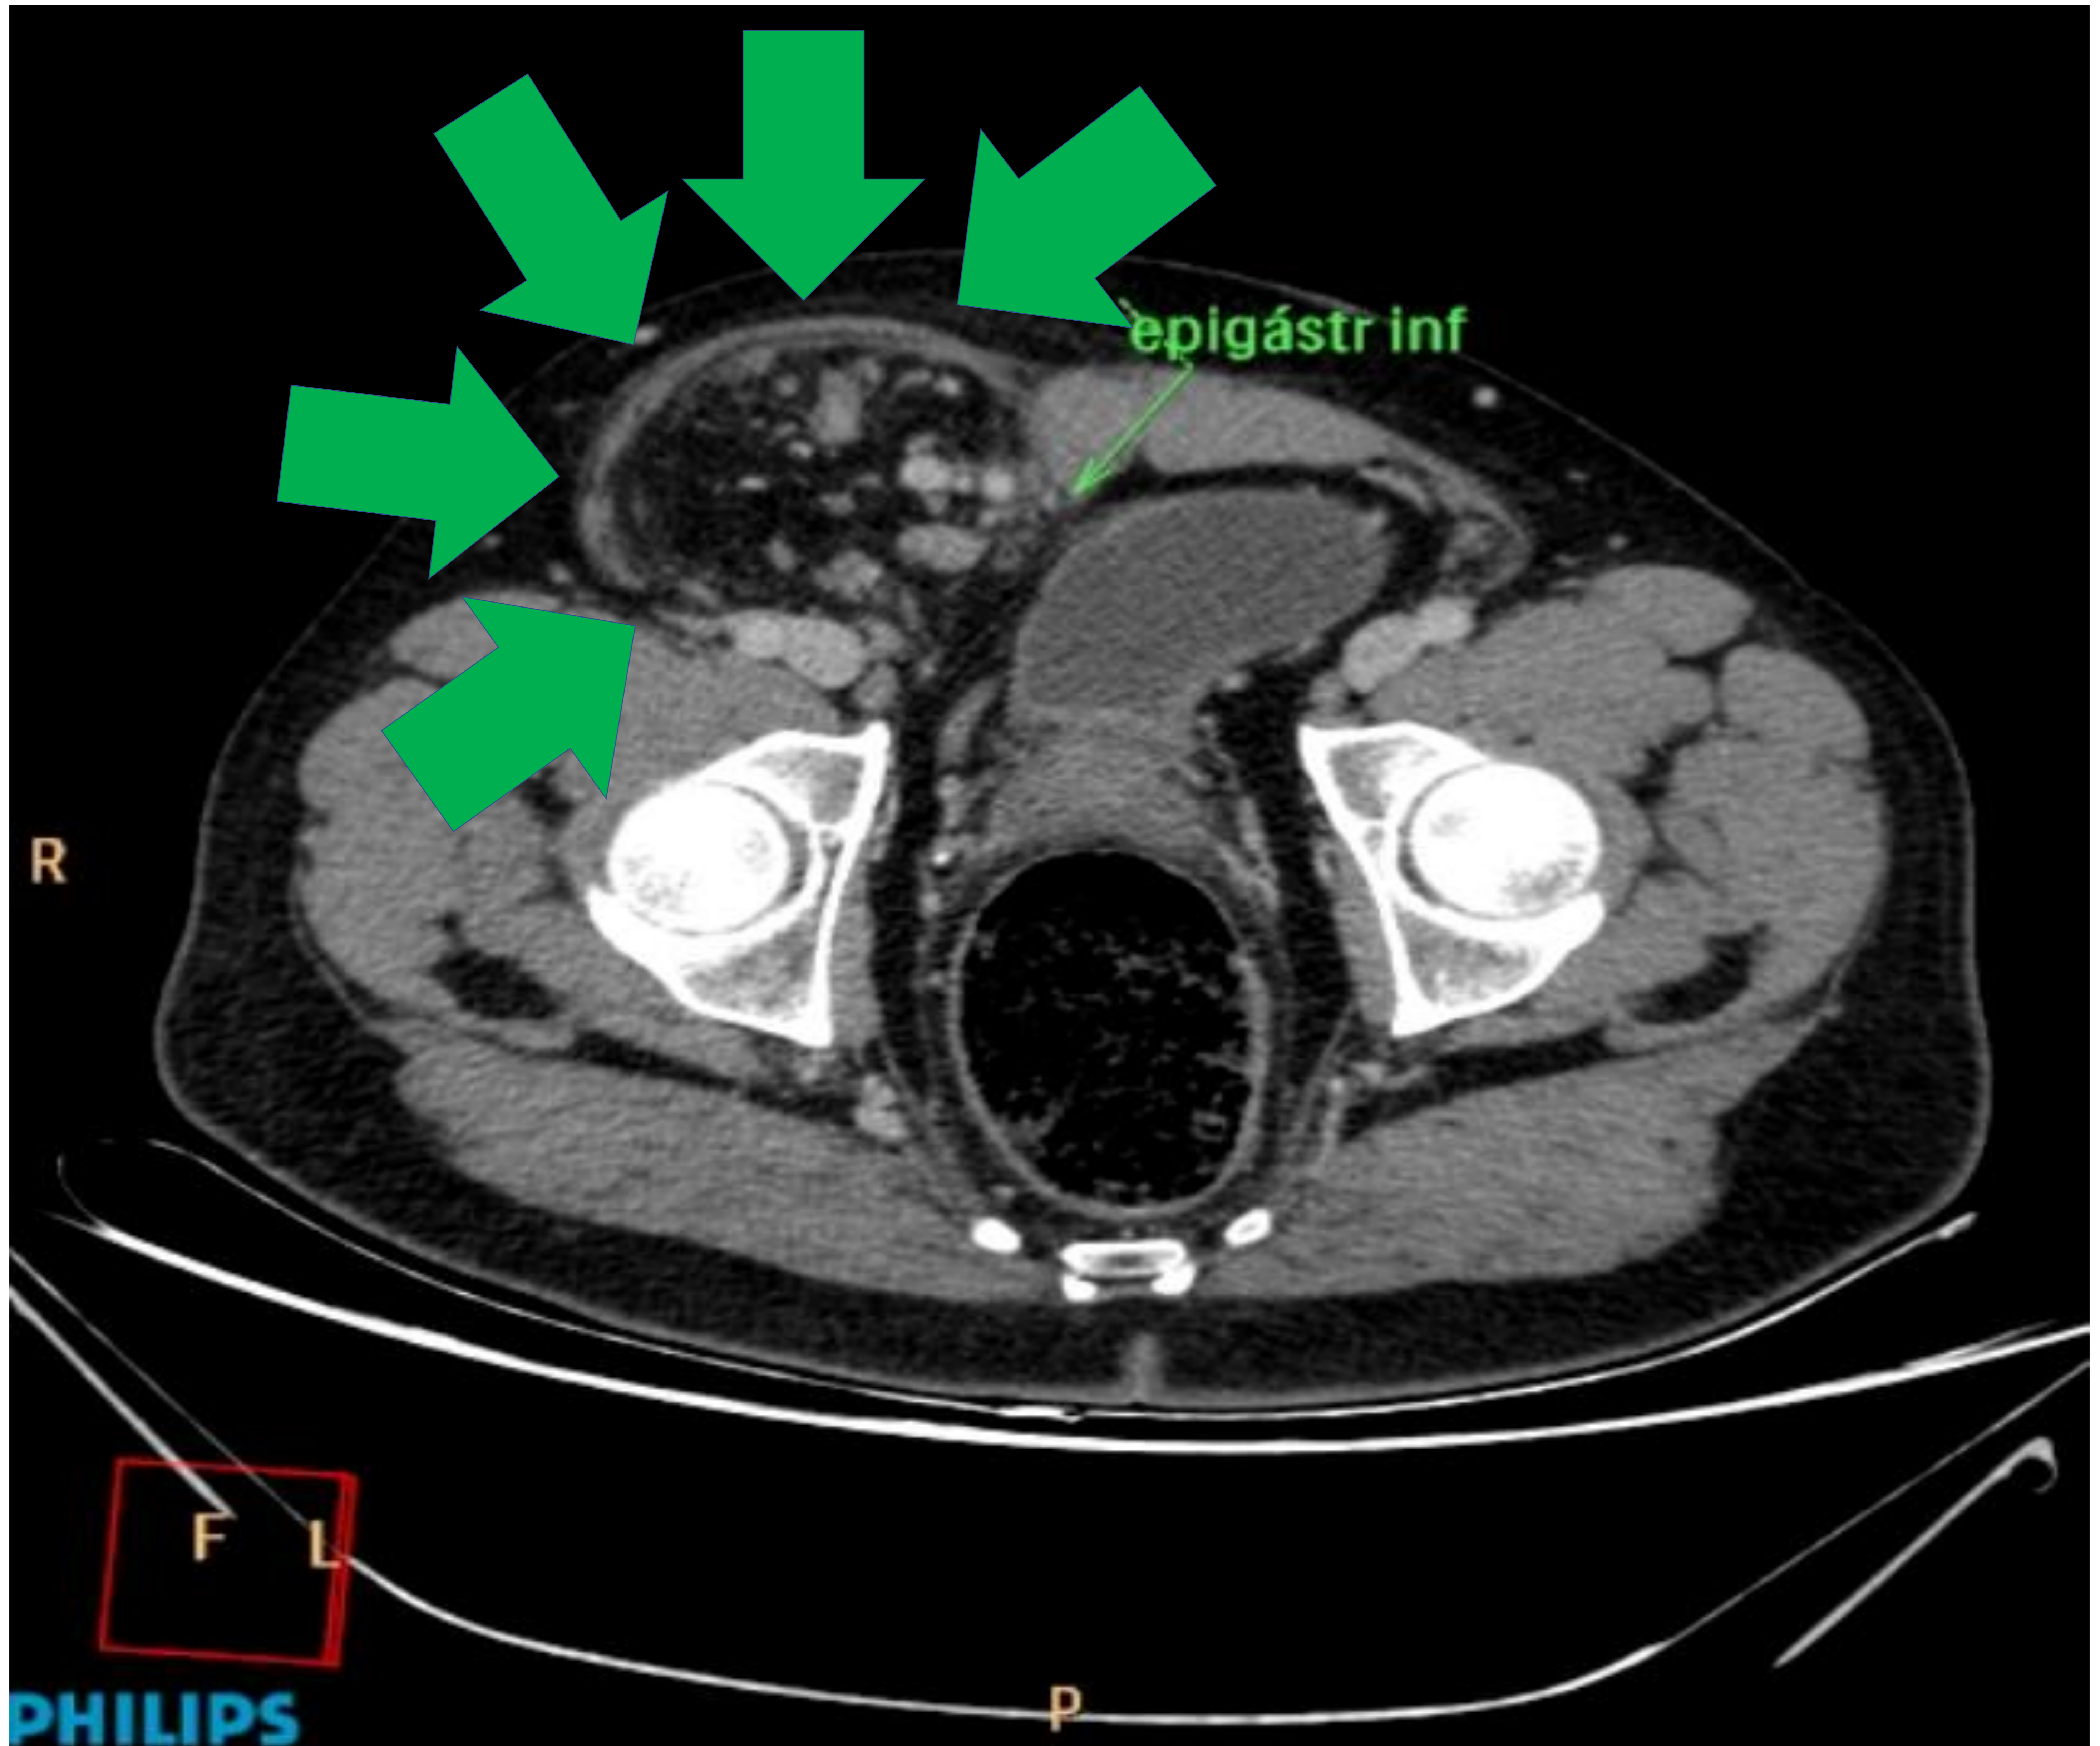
TC abdominal axial sin contraste intravenoso.
